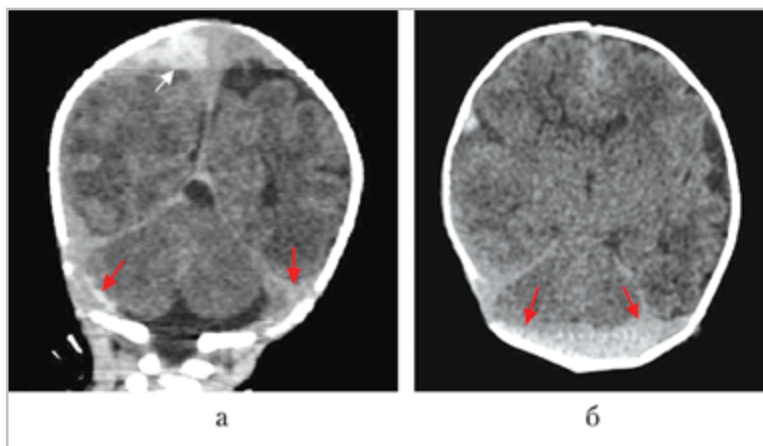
Компьютерные томограммы: *а* — фронтальная плоскость; *б* — аксиальная плоскость. Белой стрелкой показан гиперденсивный очаг — сгусток крови в субдуральном пространстве по конвексительной поверхности правого полушария, красными стрелками указаны неоднородные по плотности инфратенториальные гематомы. Отчетливо визуализируется свободная от патологических скоплений большая затылочная цистерна
